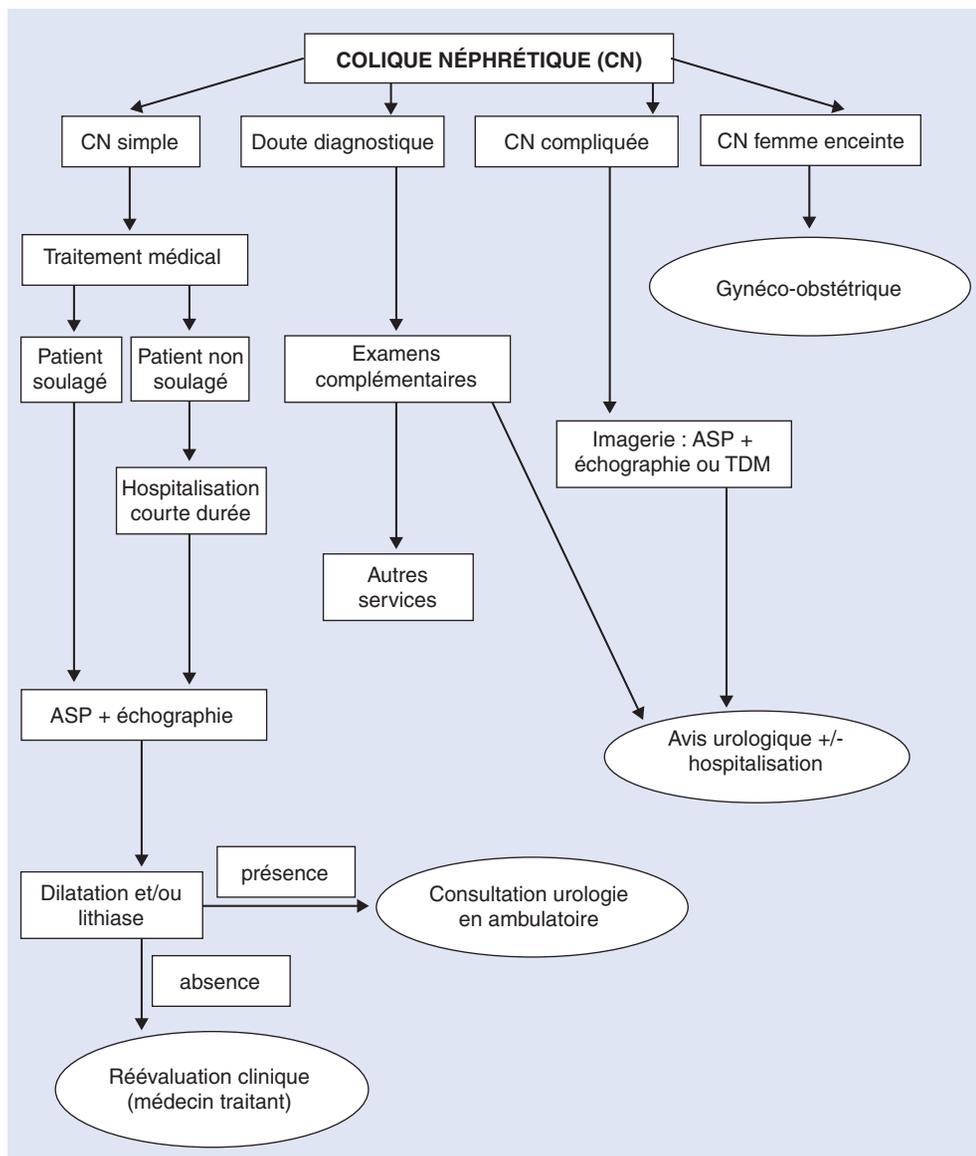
Arbre décisionnel. Stratégie diagnostique et thérapeutique des coliques néphrétiques. ASP : abdomen sans préparation ; TDM : tomographie assistée par ordinateur.
